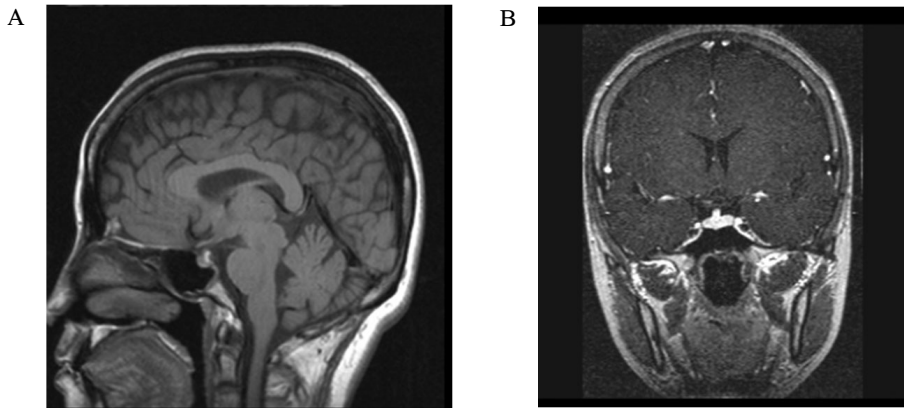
Sella dynamic MRI (2001.4.8). Mild, diffuse shrinkage of pituitary gland with slightly upward displacement and reduced size of neurohypophysis is seen, compatible with congenital hypoplastic hypopituitarism.
